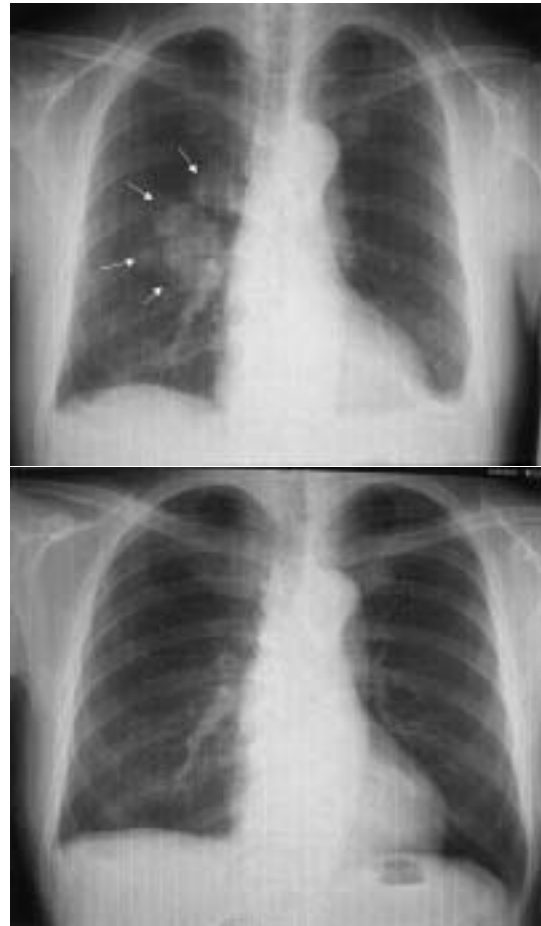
Reduction of thymoma with chest x-ray treatment
